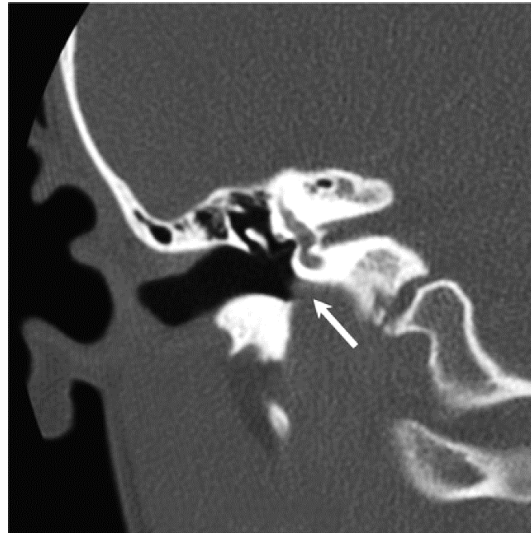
Coronal computed tomography demonstrating a high jugular bulb with a dehiscent sigmoid plate. There is protrusion of the jugular bulb (arrow) into the mesotympanum.
